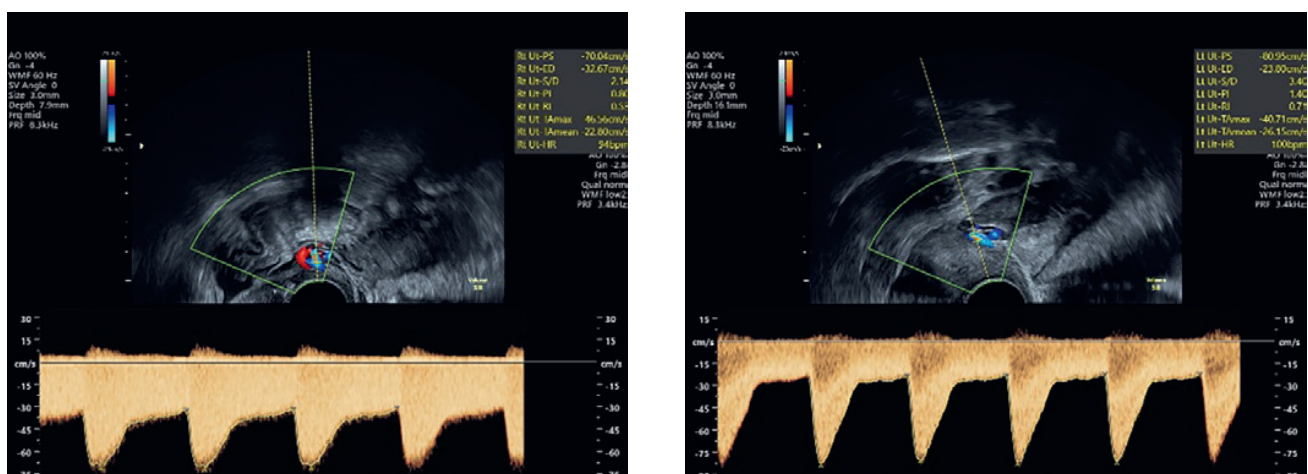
Doppler beider A. uterinae. Die rechte A. uterina zeigt einen niedrigeren PI. Diese speist auch mehrheitlich diesen hypervaskularisierten Bereich mit Aneurysma im Myometrium.
